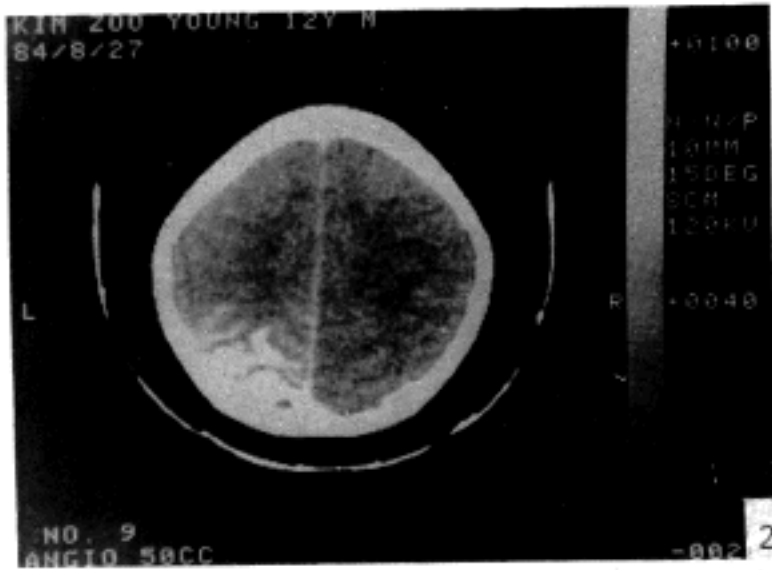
Computerized tomographic scanning of the brain reveals nodular or linear calcifications in the left parieto-occipital area, with slightly reduced size of the left hemisphere.
